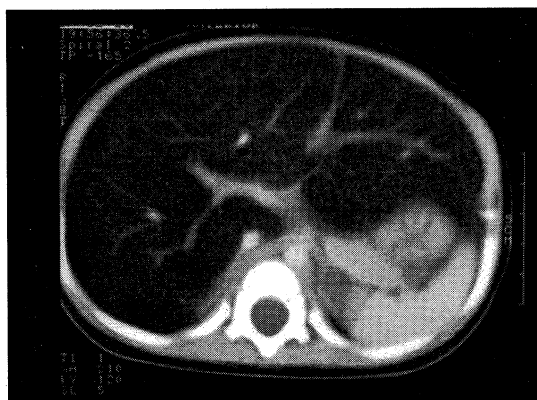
Abdominal CT shows the diffuse enlarged liver with low density which is compatible with fatty liver.
